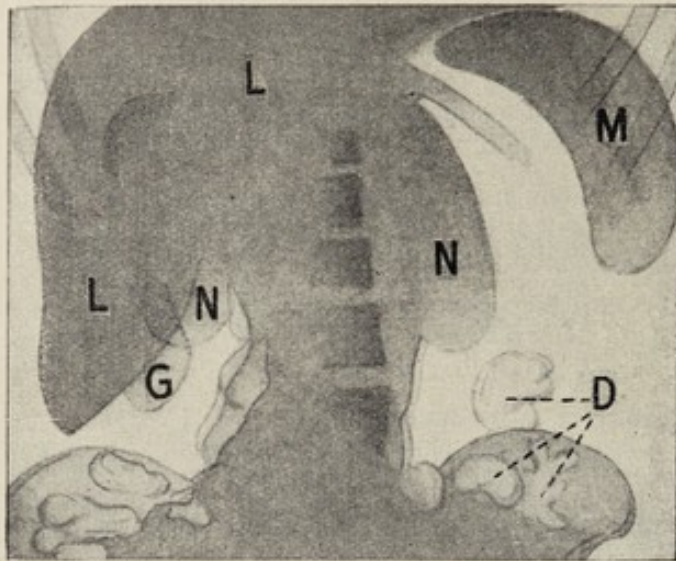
Röntgenbild eines Pneumoperitoneums bei einem gesunden Menschen in aufrechter Körperhaltung. L Leber, M Milz, G Gallenblase, N Niere, D Därfen.
